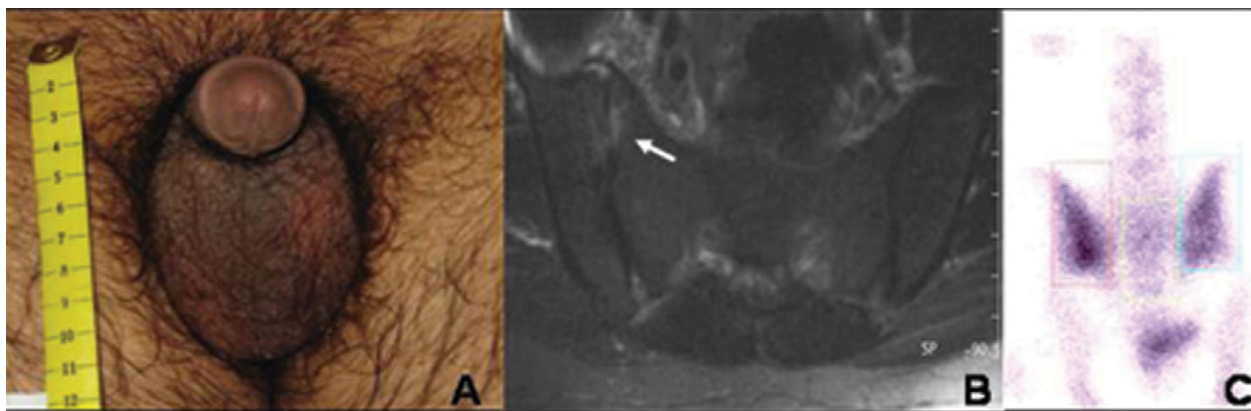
A: epididimitis derecha. B: la resonancia magnética confirma una sacroileítis derecha (flecha), con afectación articular y del músculo piriforme vecino. C: la gammagrafía ósea con $MDP^{99m}Tc$ pone de manifiesto la presencia de sacroileítis derecha
